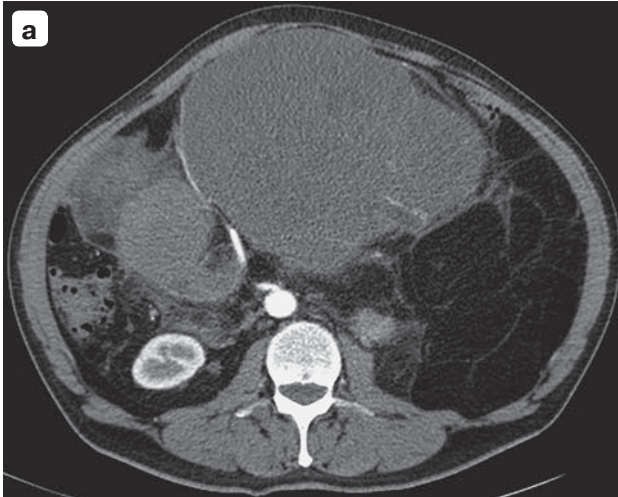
КТ-изображения миксоидной липосаркомы. а – в артериальную фазу визуализируется объемное образование, в структуре которого определяется жировой и мягкотканый компонент; б – мягкотканый компонент накапливает контрастное вещество в отсроченную фазу исследования.
